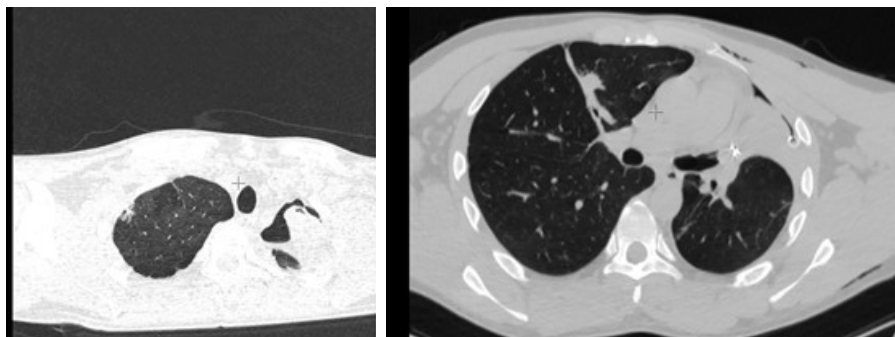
КТ ОГК от 24.07.2023, мужчина, 26 лет.
